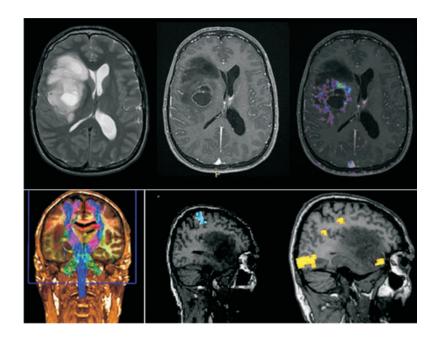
МРТ-диагностика мультиформной глиобластомы.
